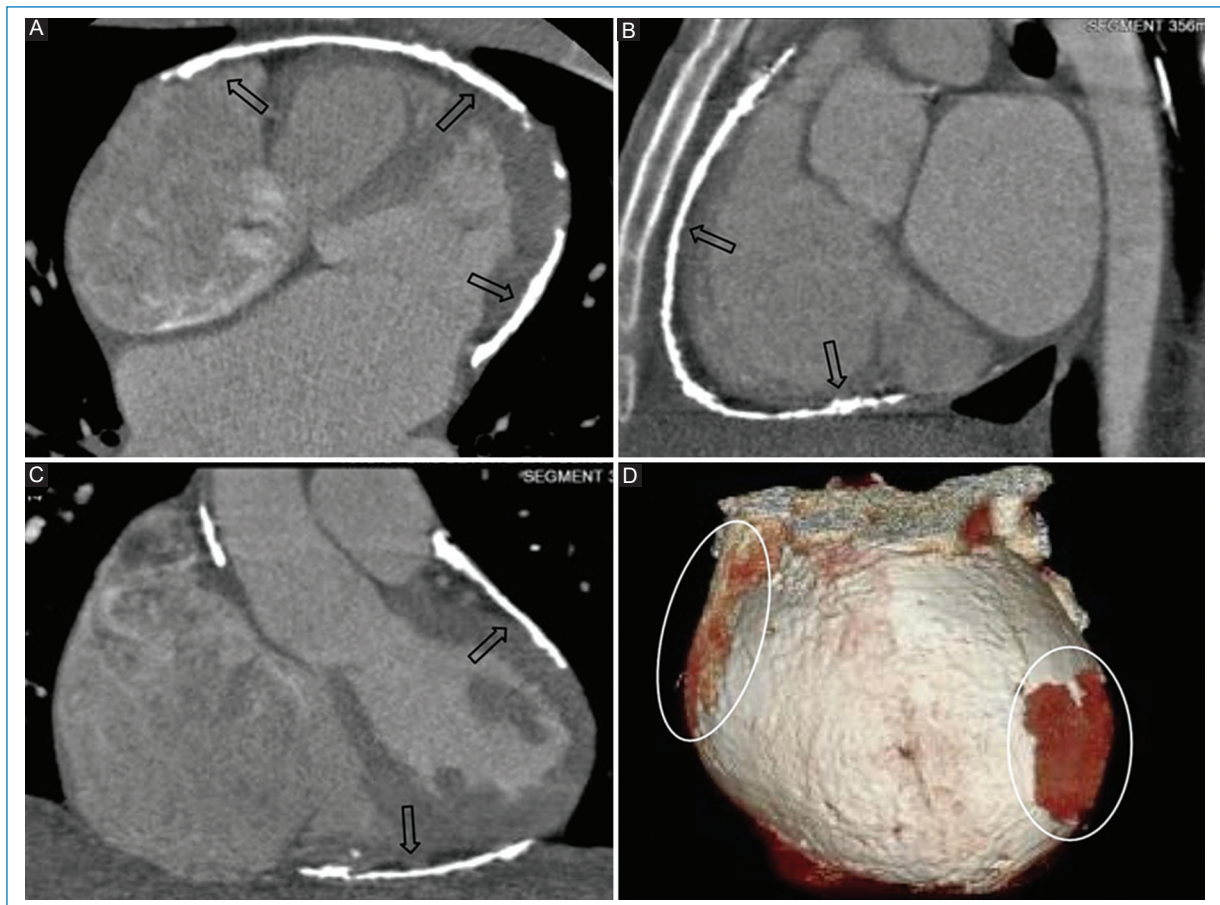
Pericarditis constrictiva. Paciente de sexo masculino de 22 años sin antecedentes de relevancia en estudio por disnea progresiva. A y C: angiotomografía computarizada planos axial, sagital y coronal. Se observa extensa calcificación de las hojas pericárdicas (flechas vacías negras). D: en el 3D *volume rendering* se ponen en evidencia pequeñas áreas no afectadas (círculos blancos). El paciente fue sometido a pericardiectomía total con evolución favorable.
